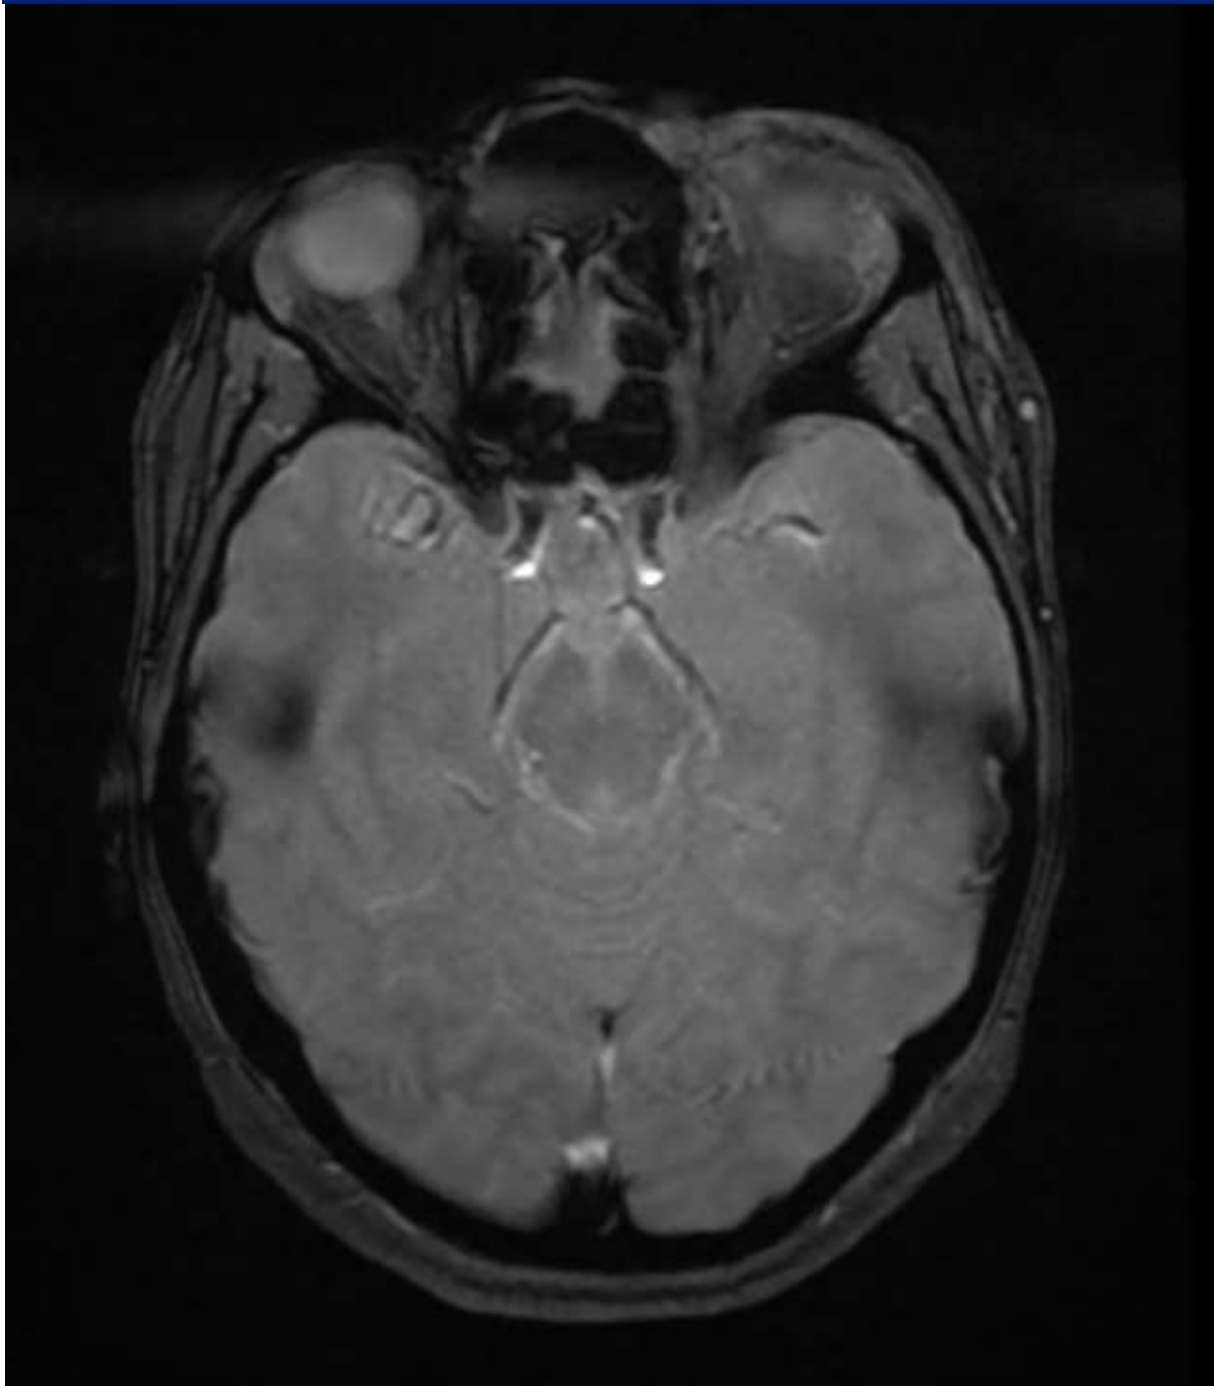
IRM orbito-cérébral
